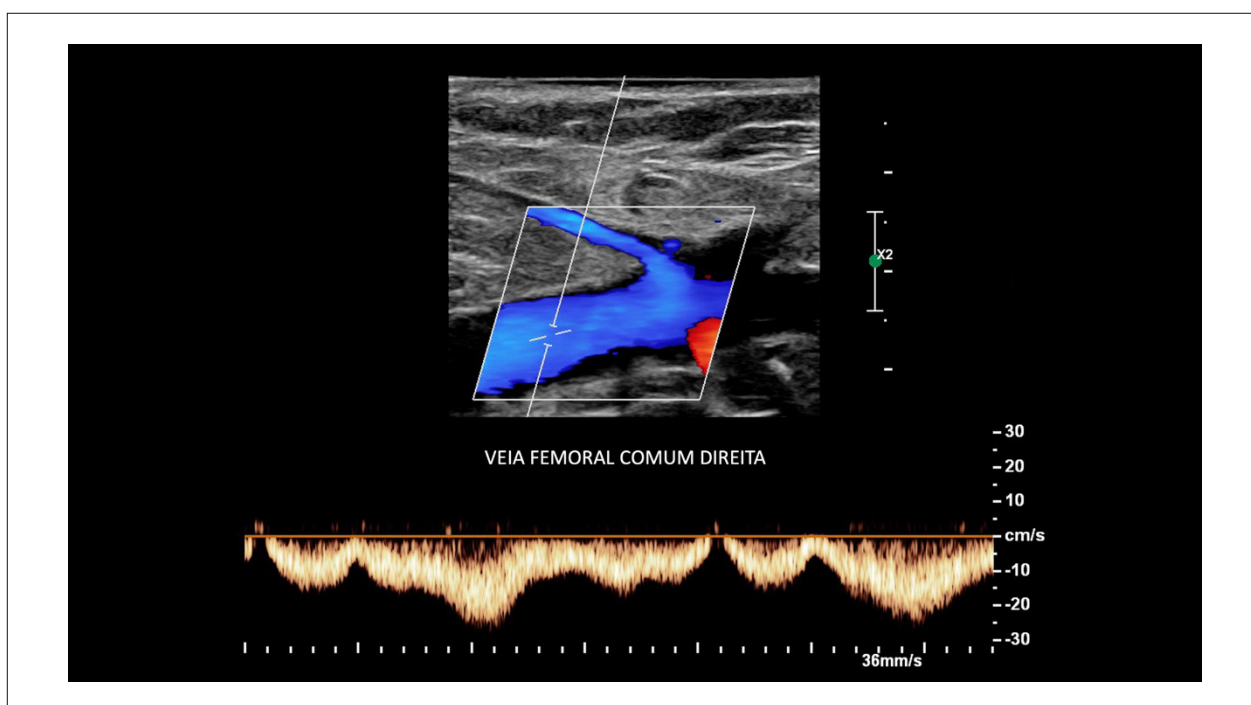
Doppler pulsado em veia femoral comum demonstrando fluxo normal, fásico com os movimentos respiratórios e compatível com ausência de trombose oclusiva.
